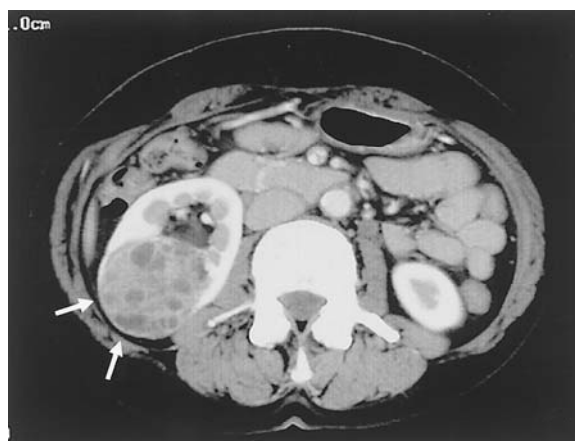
Computed tomography with contrast administration demonstrates a slightly enhancing solid mass in the middle pole of the right kidney.
